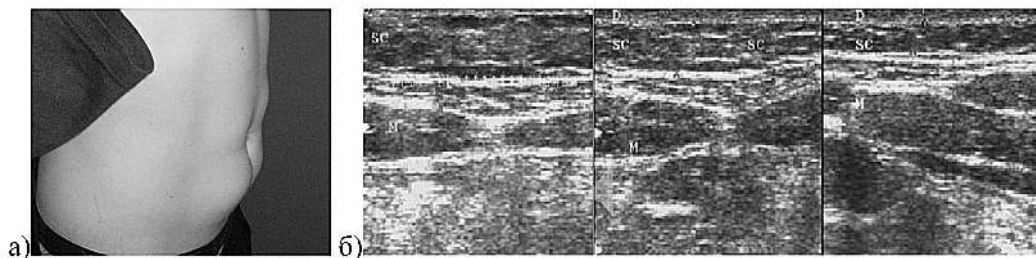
Гипертрофические формы ЛД — визуально (а) и по данным УЗИ (б).
